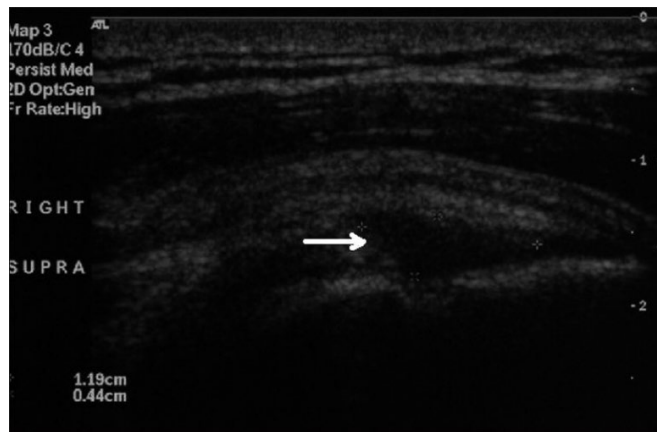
Immagine ecografica di lesione parziale del tendine del sopraspinato (freccia). Si evidenzia un difetto ipoecogeno a carico della superficie articolare del tendine del sopraspinato, indicativo di lesione a spessore parziale. Da: Naqvi GA, Jadaan M, Harrington P. Accuracy of ultrasonography and magnetic resonance imaging for detection of full thickness rotator cuff tears. *Int J Shoulder Surg.* 2009
